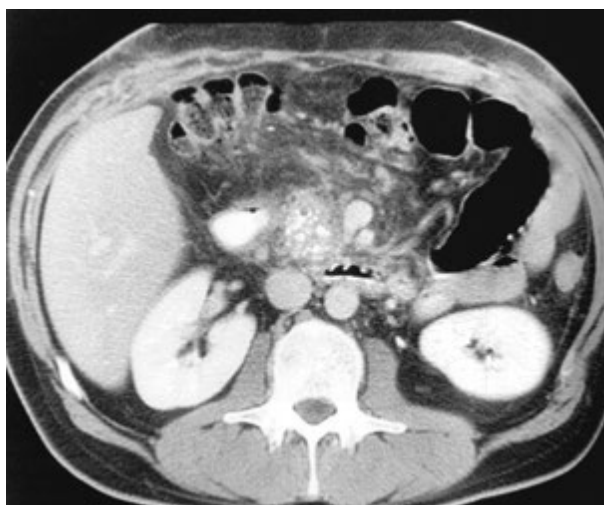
При компьютерной томографии больного с наследственным панкреатитом определяются множественные кальцификаты в головке поджелудочной железы. В перипанкреатических тканях — спаечный процесс (по P. A. Testoni и соавт., 2013 [13])
